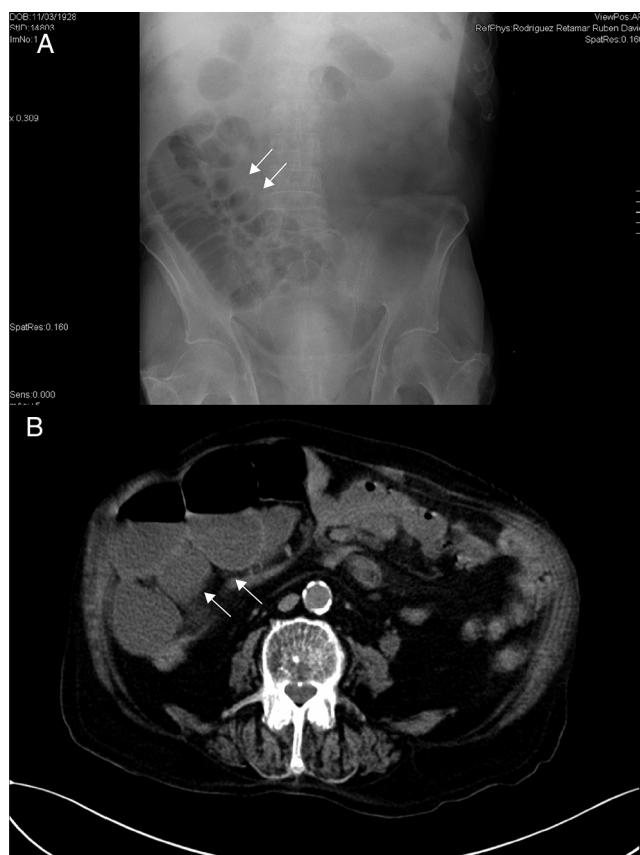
A) Radiografía de abdomen con asas de intestino delgado dilatadas y niveles hidroáreos. B) Tomografía axial computarizada de abdomen, sin contraste. Distensión de asas de intestino delgado. En ambas imágenes, una vez conocido el diagnóstico, pueden intuirse los divertículos (flechas).
